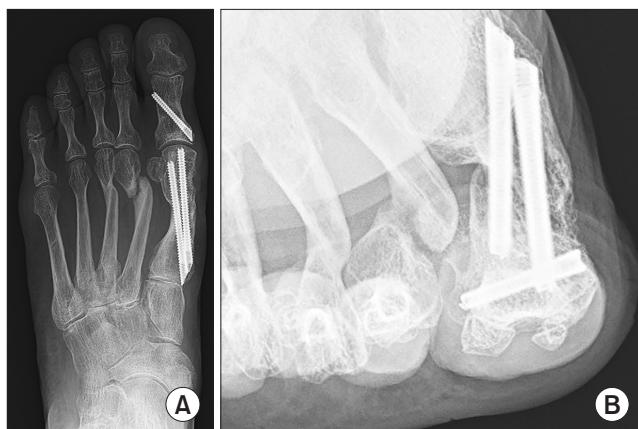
Two-year follow-up radiographs. (A) Standing anteroposterior radiograph showing a hallux valgus angle of 12.5° and an intermetatarsal angle of 1.0°. (B) Sesamoid view.
